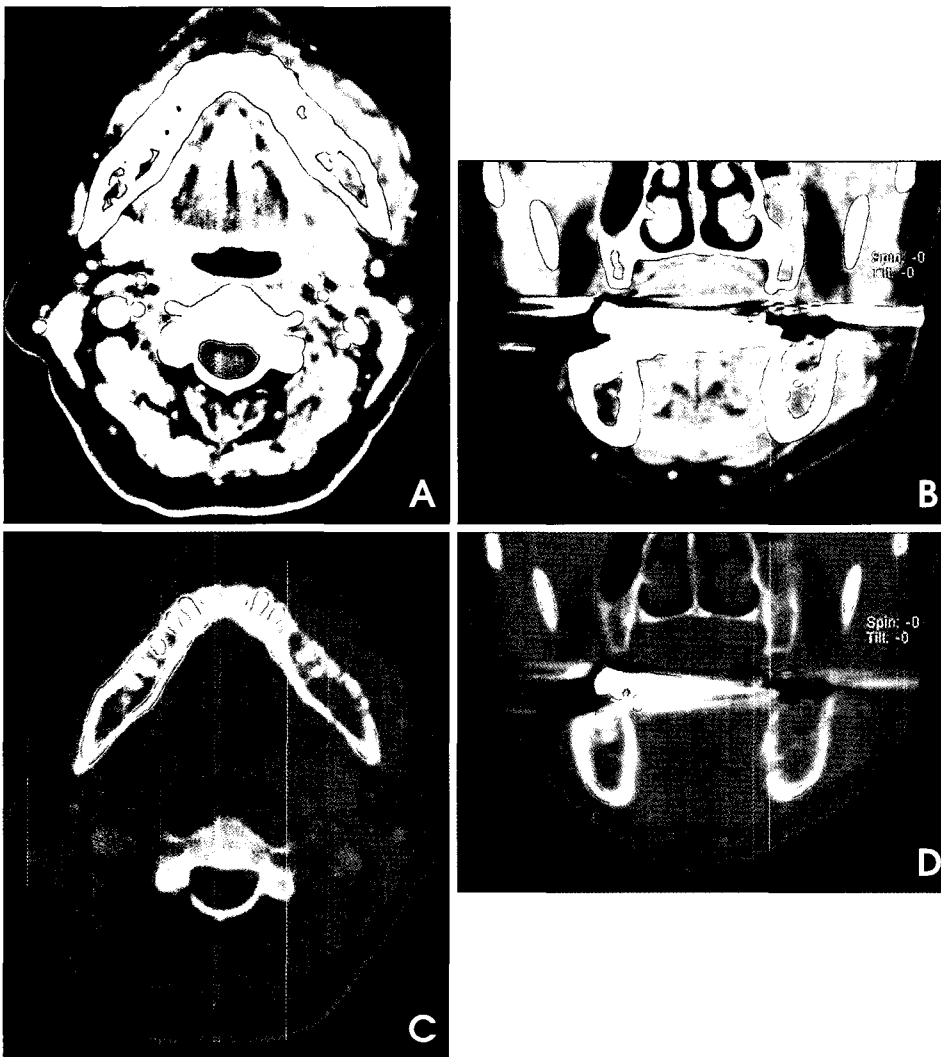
Enhanced axial and coronal computed tomographic scans demonstrate the low attenuated lesion with peripheral enhancing rim occupying the left mandibular body area (A, B). Computed tomographic scans of bone set reveal that the lesion has extended to erode and perforate the buccal and lingual cortex and break through into the soft tissues (C, D).
